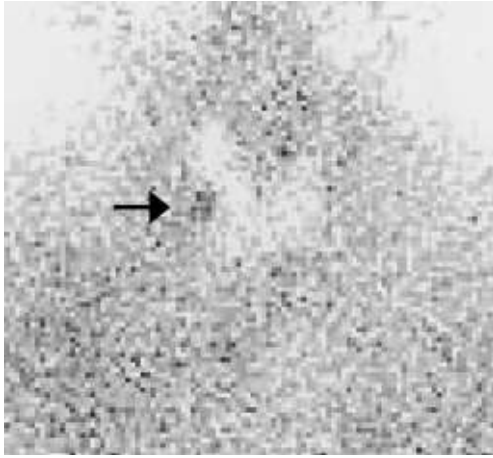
Hot spot was detected in the right thyroid gland by ^{201}Tl - $^{99\text{m}}\text{Tc}$ subtraction scintigraphy.
